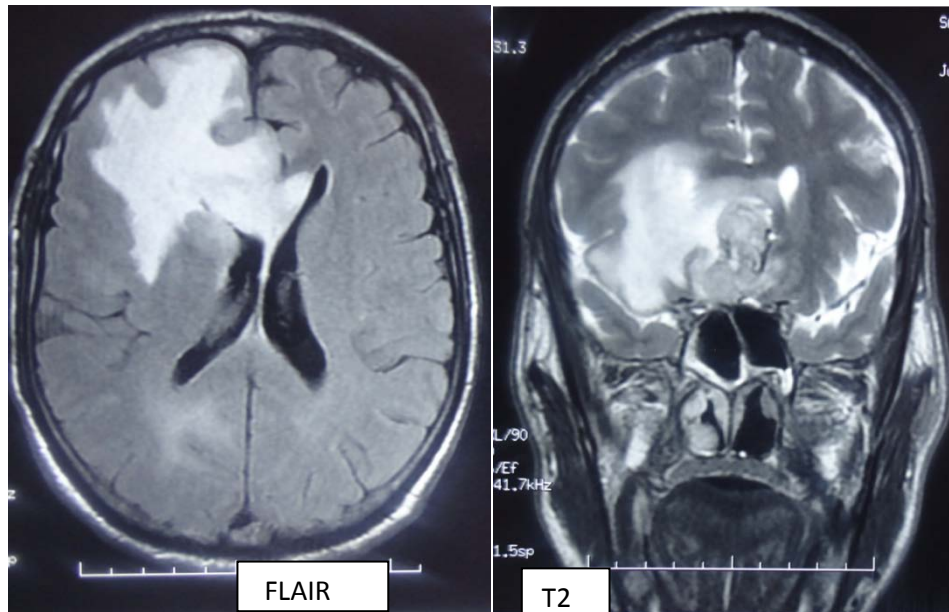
L'aspect du glioblastome à l'IRM
